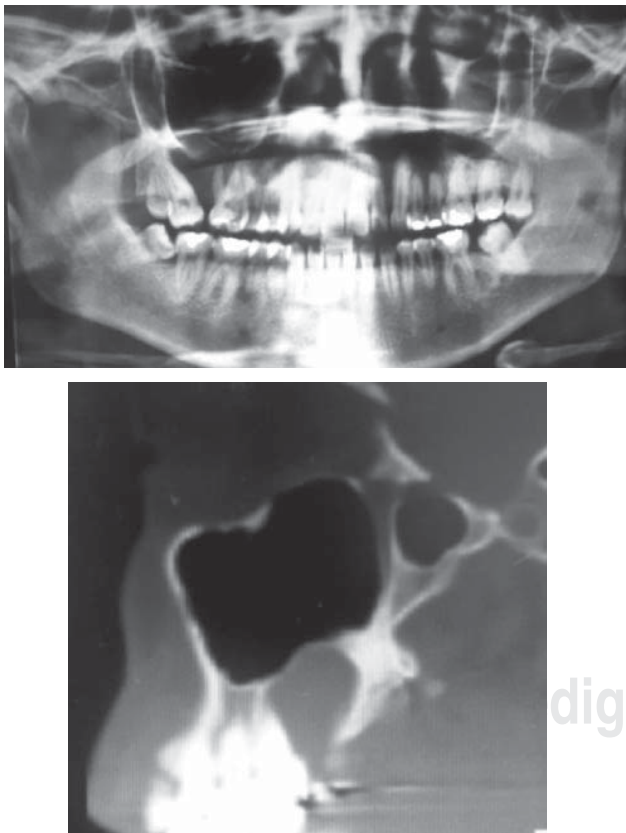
Ortopantomografía y tomografía computarizada de la lesión.
